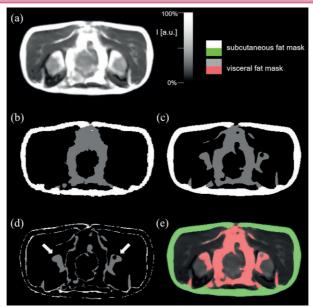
Vorhersageergebnisse aus einem Testdatensatz einer Kontrollperson. (a) Originales transversales MRT-Bild. (b) Referenz-Segmentierungsmaske. (c) Vorhergesagte Label-Map. (d) Differenzbild zwischen Referenz und vorhergesagter Segmentierung. (e) Vorausgesagte segmentierte Maske.
